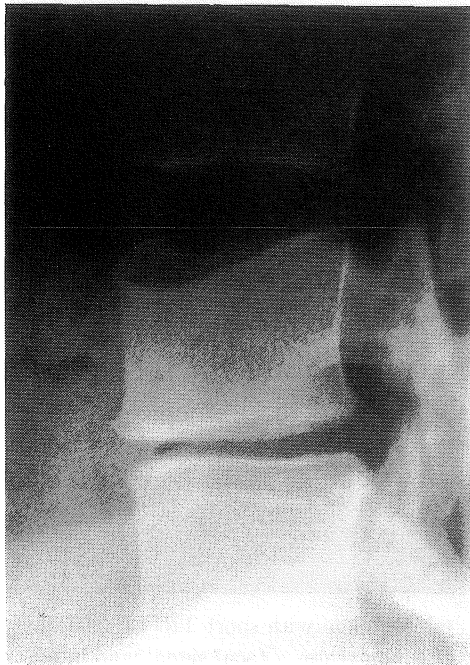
Images of a 22-year old woman with a long history of low back pain. (a) Lateral radiograph of lumbar spine demonstrates a gas in the anterior
